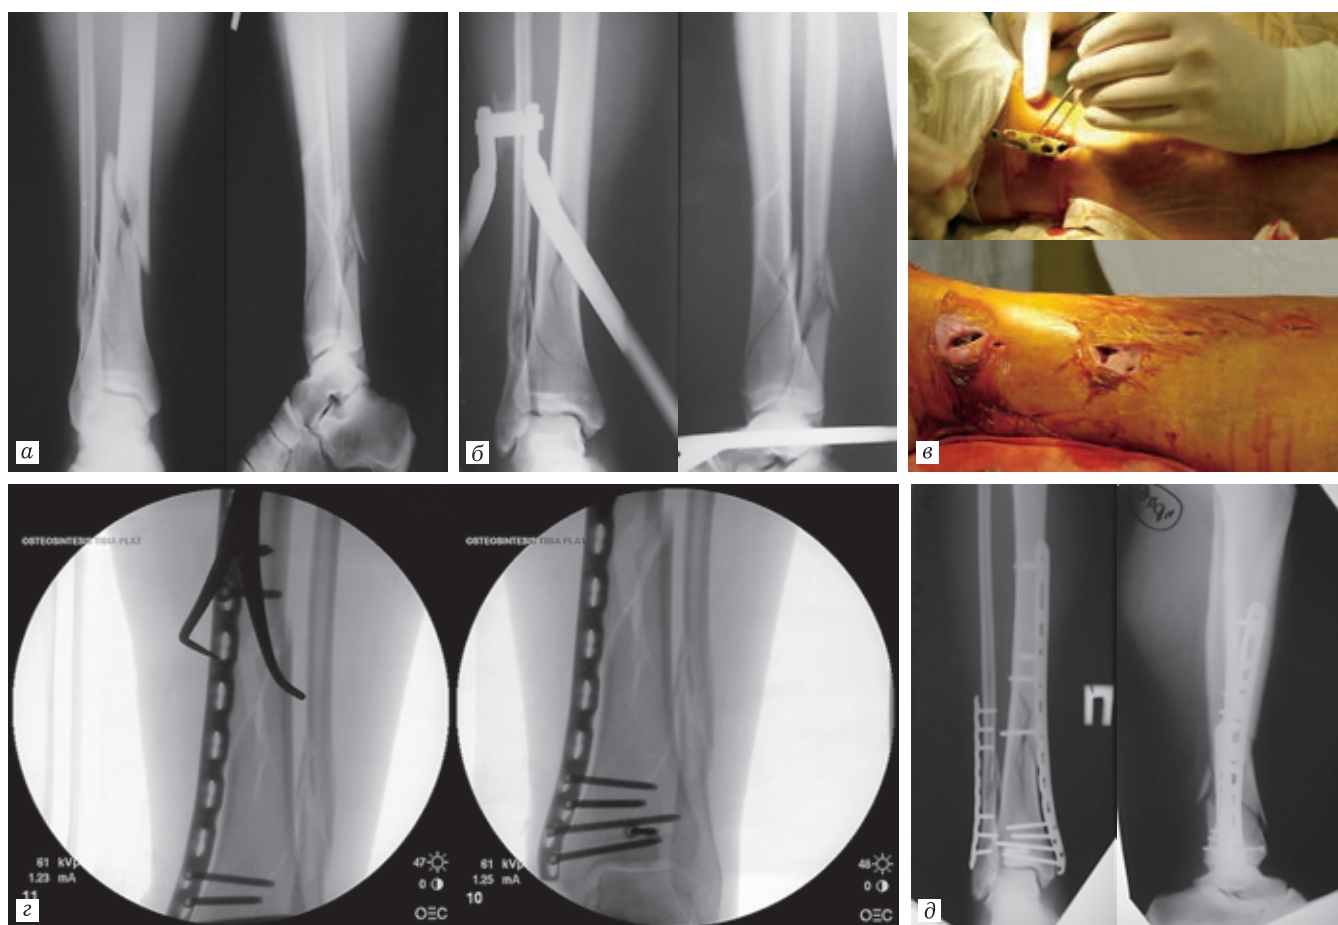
Рентгенограммы больного М. при поступлении (а), на вытяжении (б), этапы операции (в), ЭОП (г) и рентгенконтроль (д) в процессе операции
